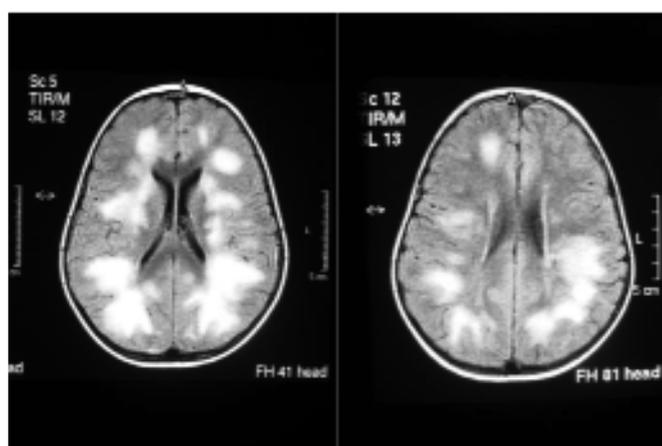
Preescolar de 4 años con EMAD: RMN en T2 múltiples áreas extensas de desmielinización. SB con tendencia a confluir en forma bilateral.
